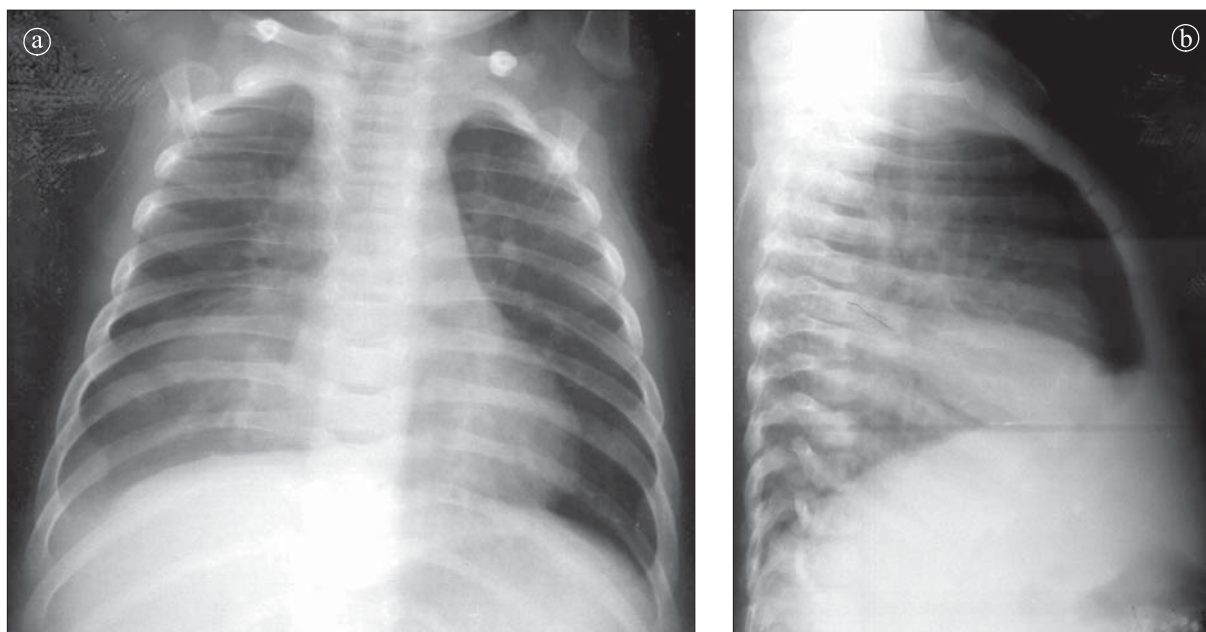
Atelectazie lob mediu. Radiografie toracică în incidență AP și LL drept.
